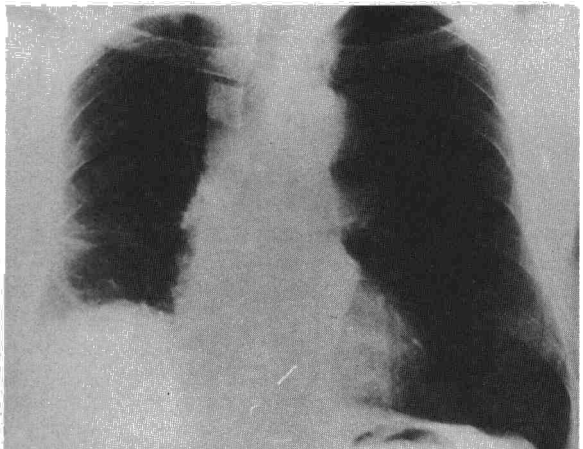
Radiografía posteroanterior al ser dado de alta el paciente después de una lobectomía inferior derecha.
